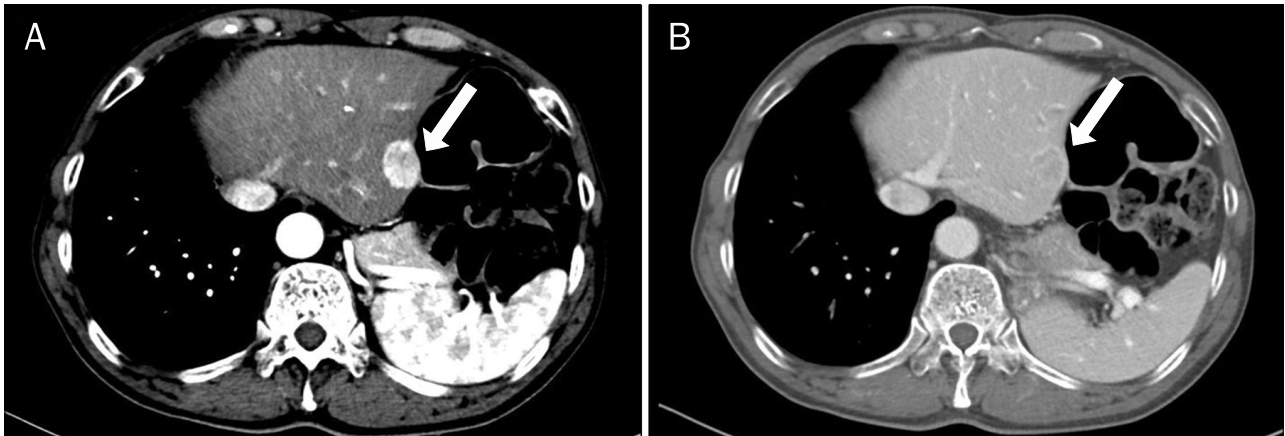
Liver dynamic CT showed a hypervascular mass (arrows) with a size of 2.5 cm at the second hepatic segment. (A) In the arterial phase, strong contrast enhancement with central low density was observed. (B) In the portal phase, the tumor had almost washed out the contrast agent, but weak contrast enhancement still remained.
